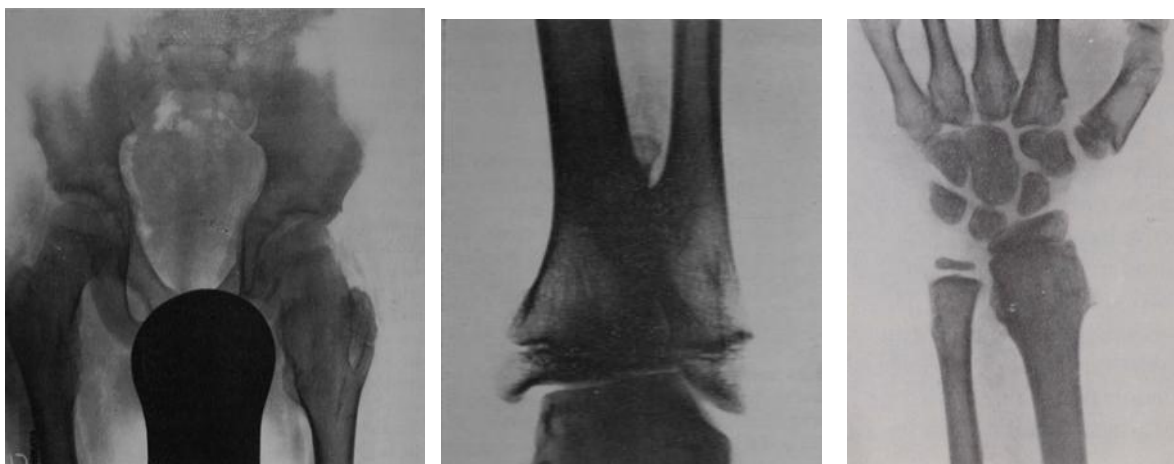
Fabio A. Varón, diez años. Antecedentes de exóstosis múltiples en una abuela (materna), madre y un hermano más pequeño. Exóstosis osteogénicas múltiples, a) radiografía de ambas caderas; afectación clara de la izquierda, b) exóstosis de peroné izquierdo deformando la tibia, c) exóstosis en radio izquierdo.
